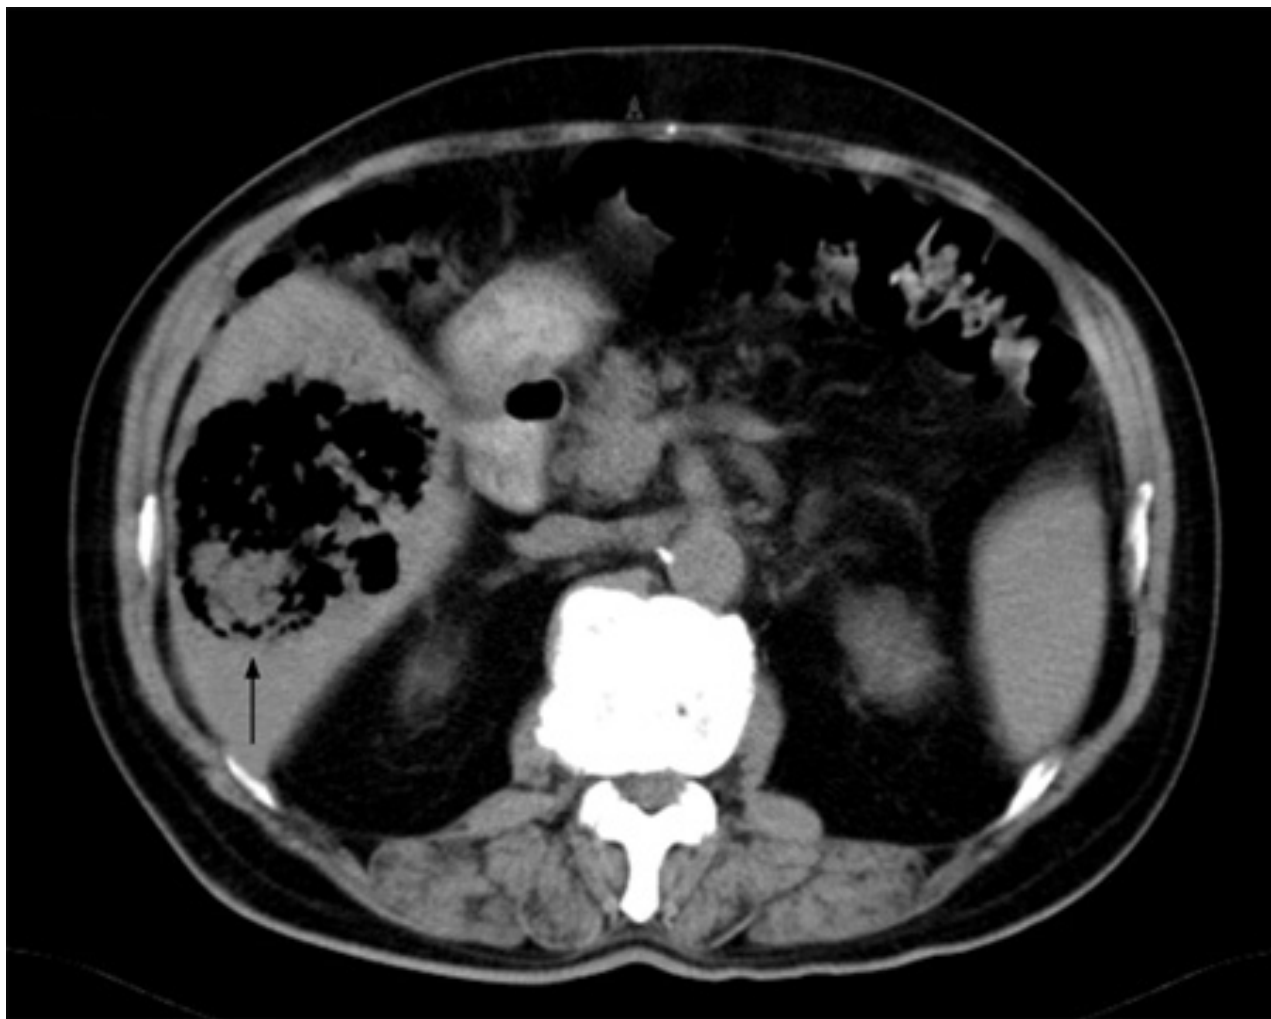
Tomografia computadorizada (TC) do abdome sem contraste mostrando um enorme abscesso hepático com gás (seta)
